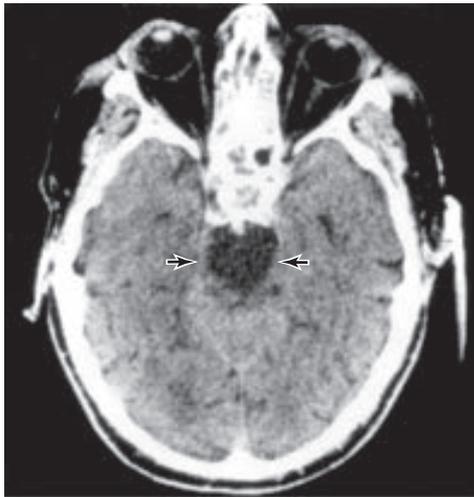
Imagen TC (potenciada con contraste) de un varón con oclusión de la arteria basilar, quien exhibe el síndrome de “cautiverio”. El infarto pontino (flechas) se encuentra por debajo del nivel del sistema activador reticular, lo que permite el estado de alerta, pero, en términos efectivos, las vías motoras bilaterales descendentes han quedado seccionadas.
